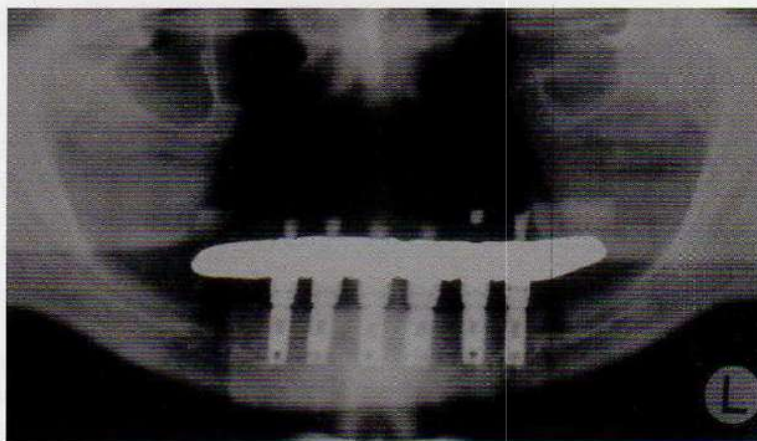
Radiografia panorâmica de prótese total fixa sobre implantes osteointegrados na mandíbula, sendo utilizada como controle pós-operatório.
